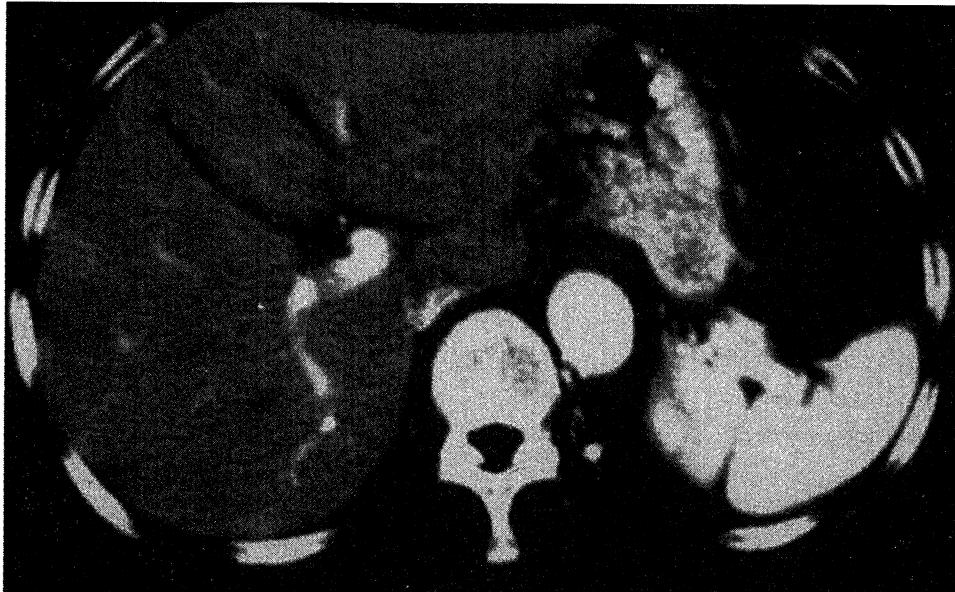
Enhanced CT performed on the third day after admission shows no abnormal findings except for postcholecystectomy.
